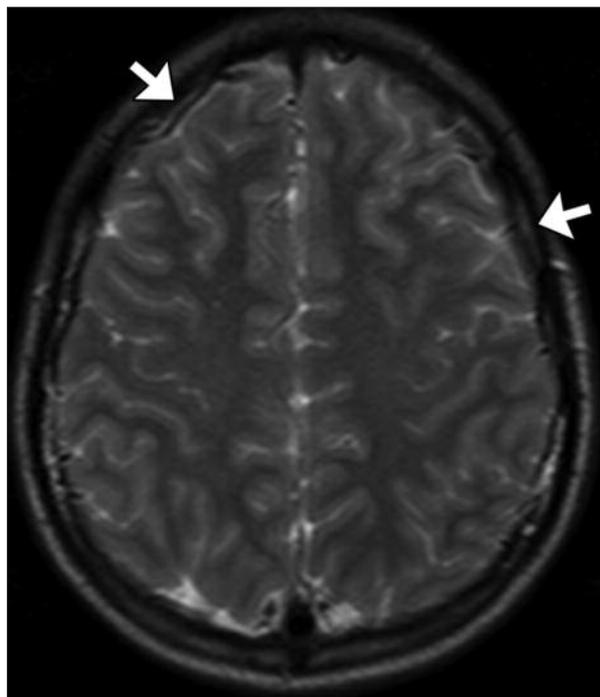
RM-CE: Proeminência de múltiplas veias de drenagem corticais
